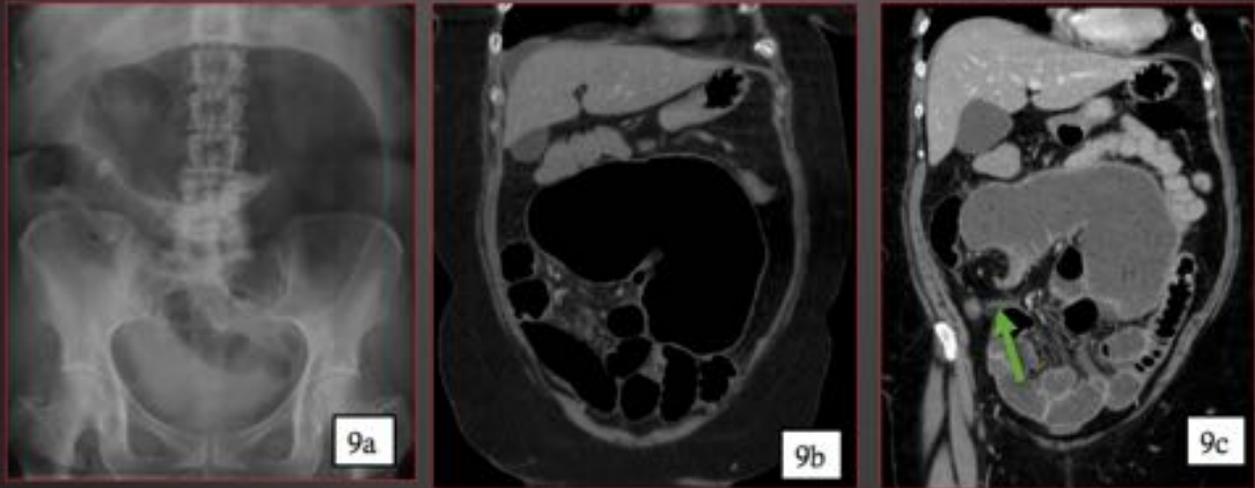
Mujer de 67 años con dolor en FID y estreñimiento. En la Radiografía de abdomen AP (fig 9a) se observa una asa muy dilatada, sin haustras y localizada en hipocondrio izquierdo y con morfología cecal. Se realiza TC (fig. 9b) donde se observa que corresponde con el ciego muy dilatado malrotado y localizado en mesogastrio. En la fig.9c se observa el “signo del remolino” y “pico de pájaro” (flecha verde).
